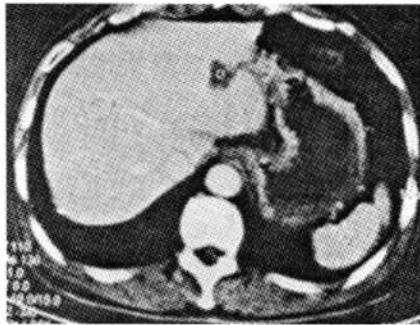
治疗后 CT 复查显示病灶完全坏死并且缩小
